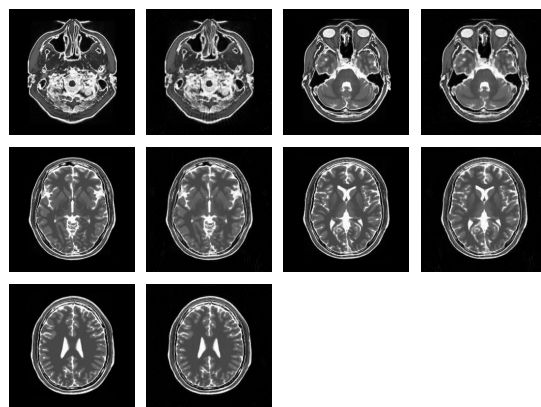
Radial image reconstruction of T2-weighted image using 80 projections in the absence of noise
